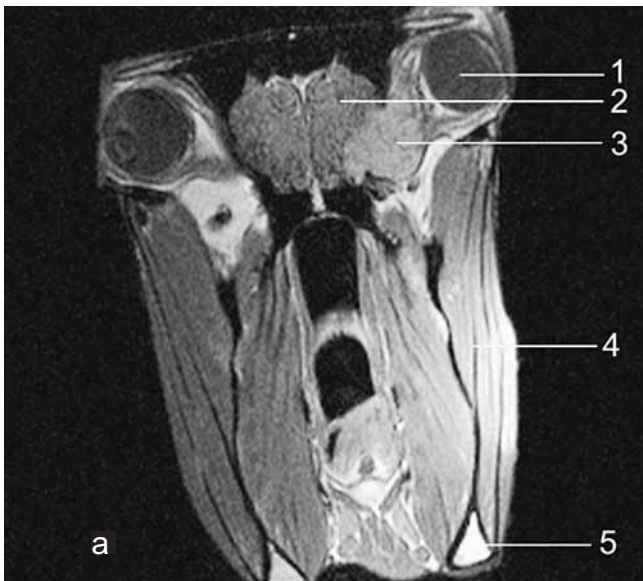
d: transversale T1- und T2-gewichtete und koronale T1-gewichtete kernspintomographische Bilder des Neuroblastoms der rechten Orbita
